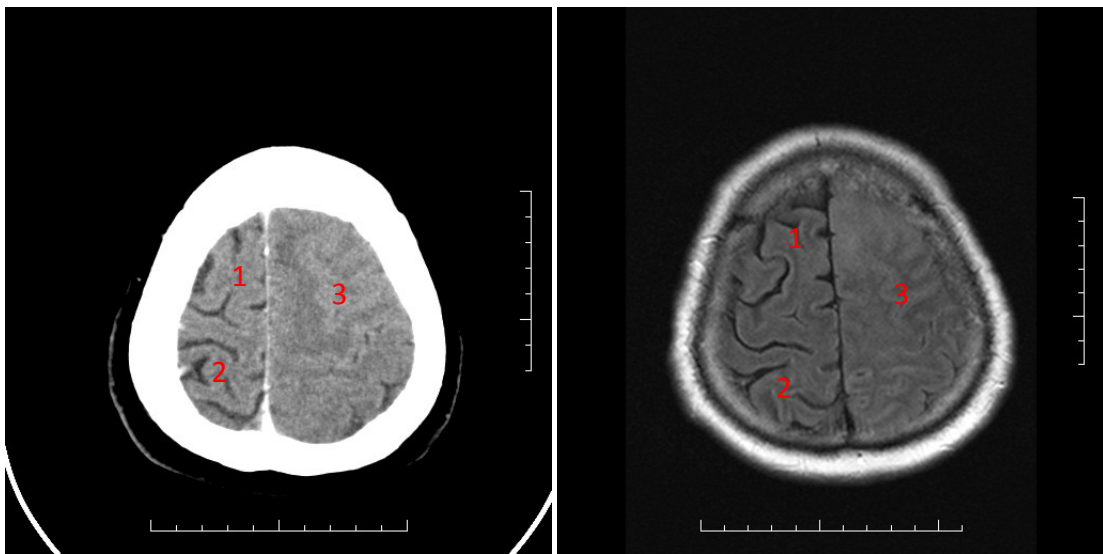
CT snímek (nalevo) a MRI snímek (napravo) mozku zobrazující narušení středové čáry hemisfér (1), kdy se nádor prorůstá do levé hemisféry.
